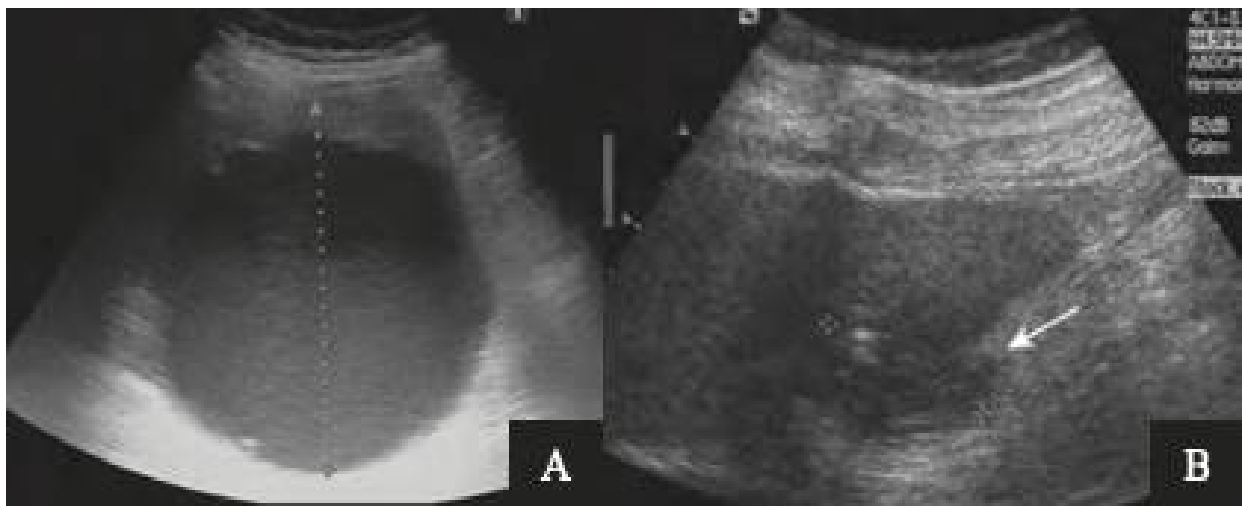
Échographie montrant un abcès du segment VI : [17]
